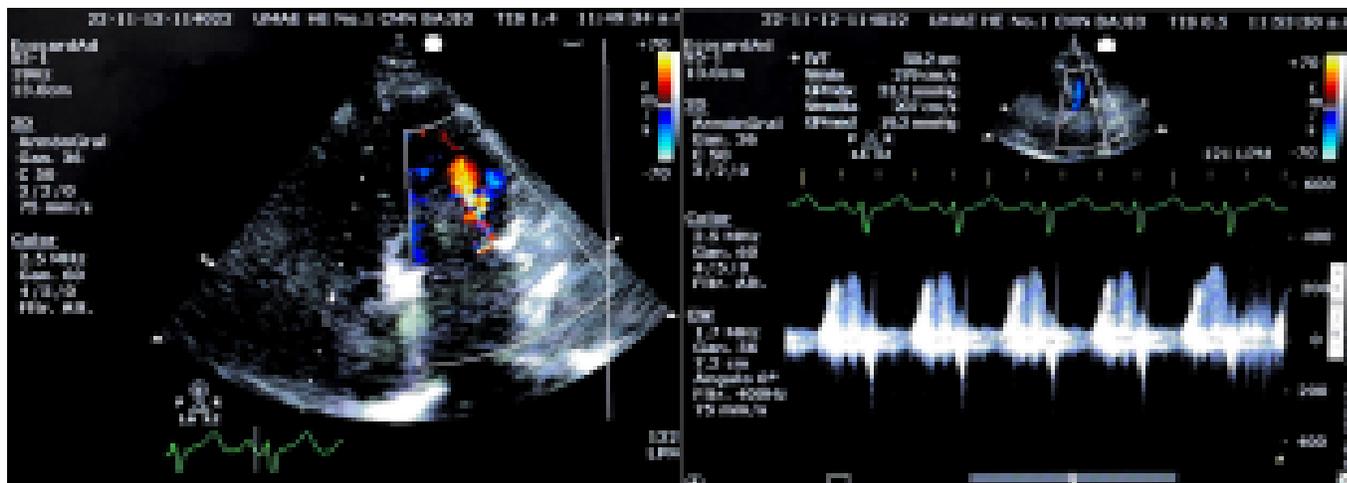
gradiente obstructivo en doppler color y doppler continuo
